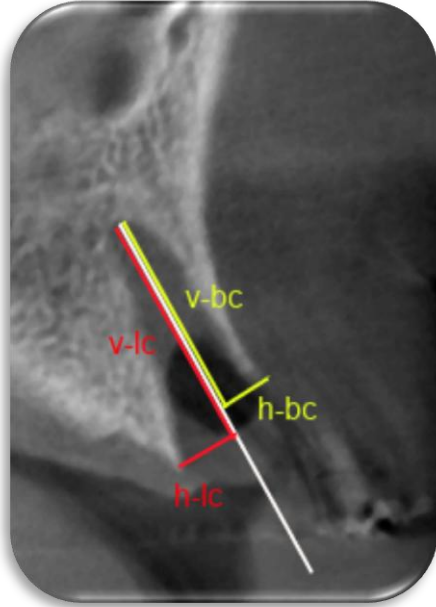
CBCT' de aksiyal ve koronal kesitte insiziv foramen ve sutura palatina media referans alınarak belirlenen diş çekim socketinin sagittal kesiti
